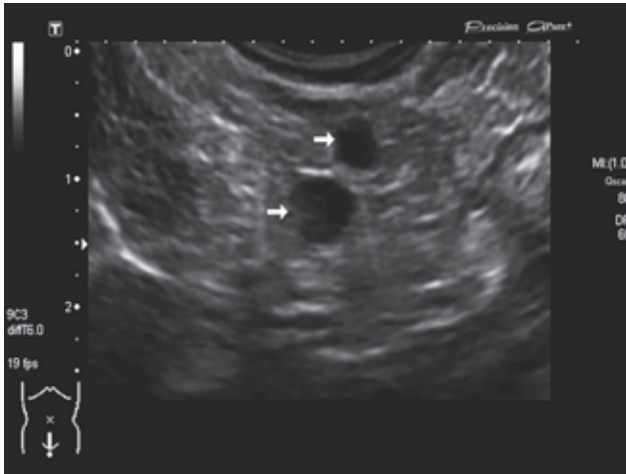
ТРУЗИ: два структурно измененных лимфоузла в заднем своде
